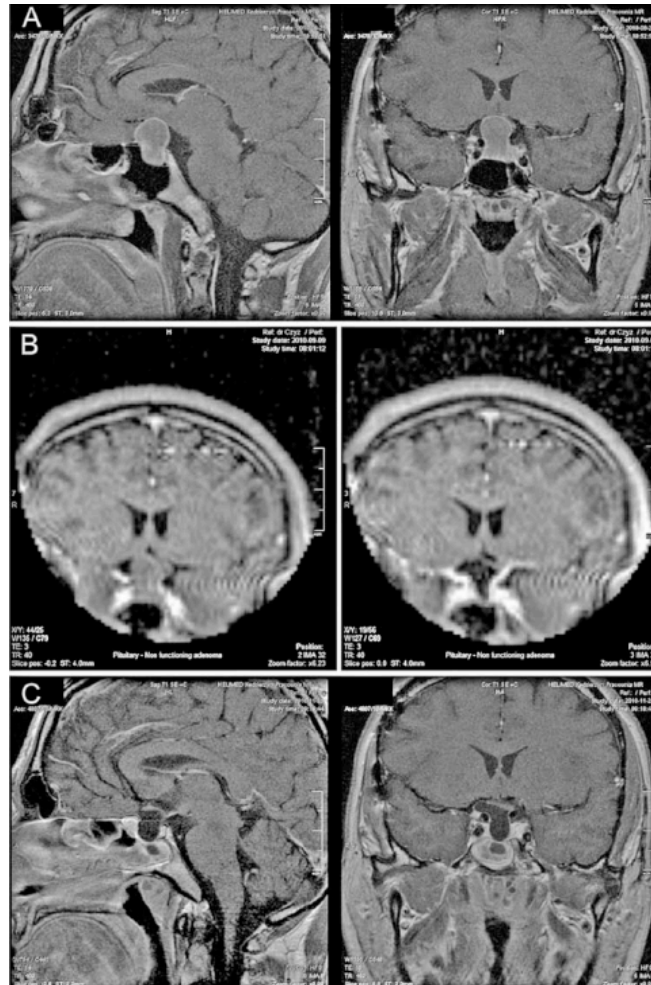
Un caso de resección total de un macroadenoma hipofisario. A) La RM preoperatoria de alto campo 1,5T en T1 sagital (izquierda) y coronal (derecha) muestra un tumor que comprime el quiasma óptico y eleva el tercer ventrículo. B) Imagen intraoperatoria coronal mediante RMi de bajo-campo 0.15T ponderada en T1 exploraciones IMRI coronal. La imagen de la izquierda muestra la primera exploración de diagnóstico, realizado en el inicio de la operación. La imagen de la derecha se realizó al final de la cirugía, que muestra la RC del tumor con la descompresión eficaz del quiasma óptico eficaz. C) RM postoperatoria alto campo 3 meses después de la cirugía que confirma el efecto de la resección total del macroadenoma confirmando lo observado en el estudio RMi.
